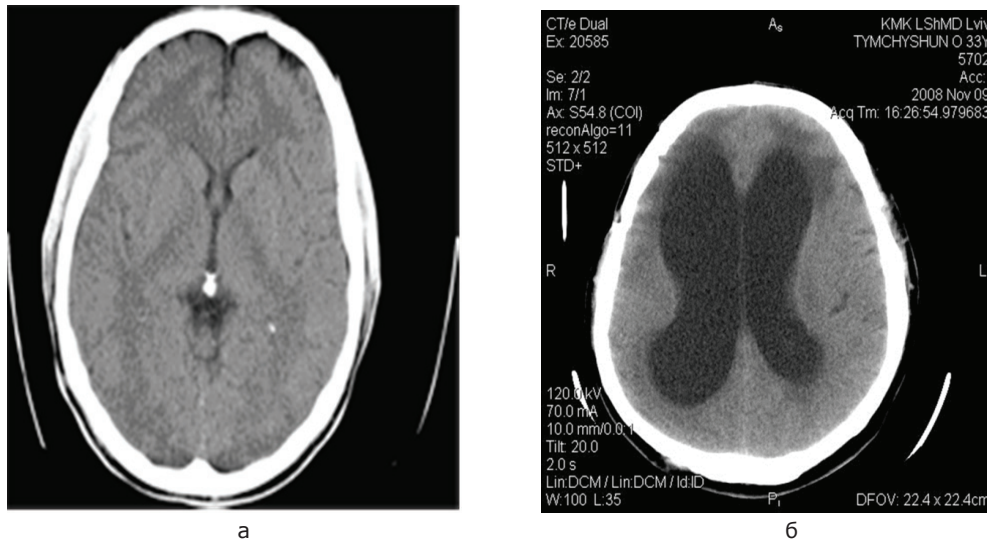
Комп'ютерні томограми у нормі та при гідроцефалії внаслідок САК:
